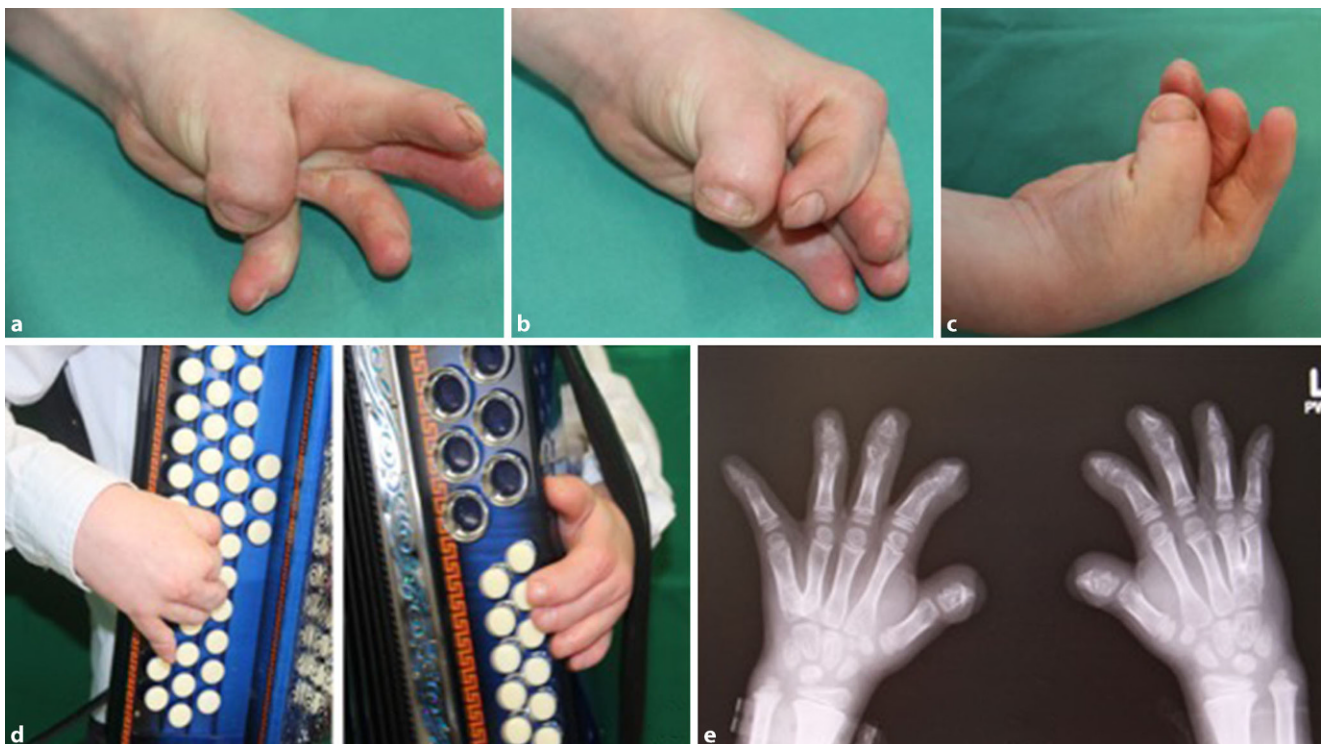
▲ Hände und Röntgenaufnahmen eines 11-jährigen Knaben der mit 1 Jahr an beiden Händen bei Apüert-Syndrom operiert wurde. Er hat eine erstaunliche Gabe, sich selbst etwas beizubringen – sei es technische Geräte zu zerlegen und zusammenzubauen oder ohne Hilfe das Spielen auf der Ziehharmonika erlernt zu haben. Röntgen: Diagnosezentrum Dr. Karlo Gruppenpraxis Radiologie, Radetzkystraße 35, 9020 Klagenfurt
